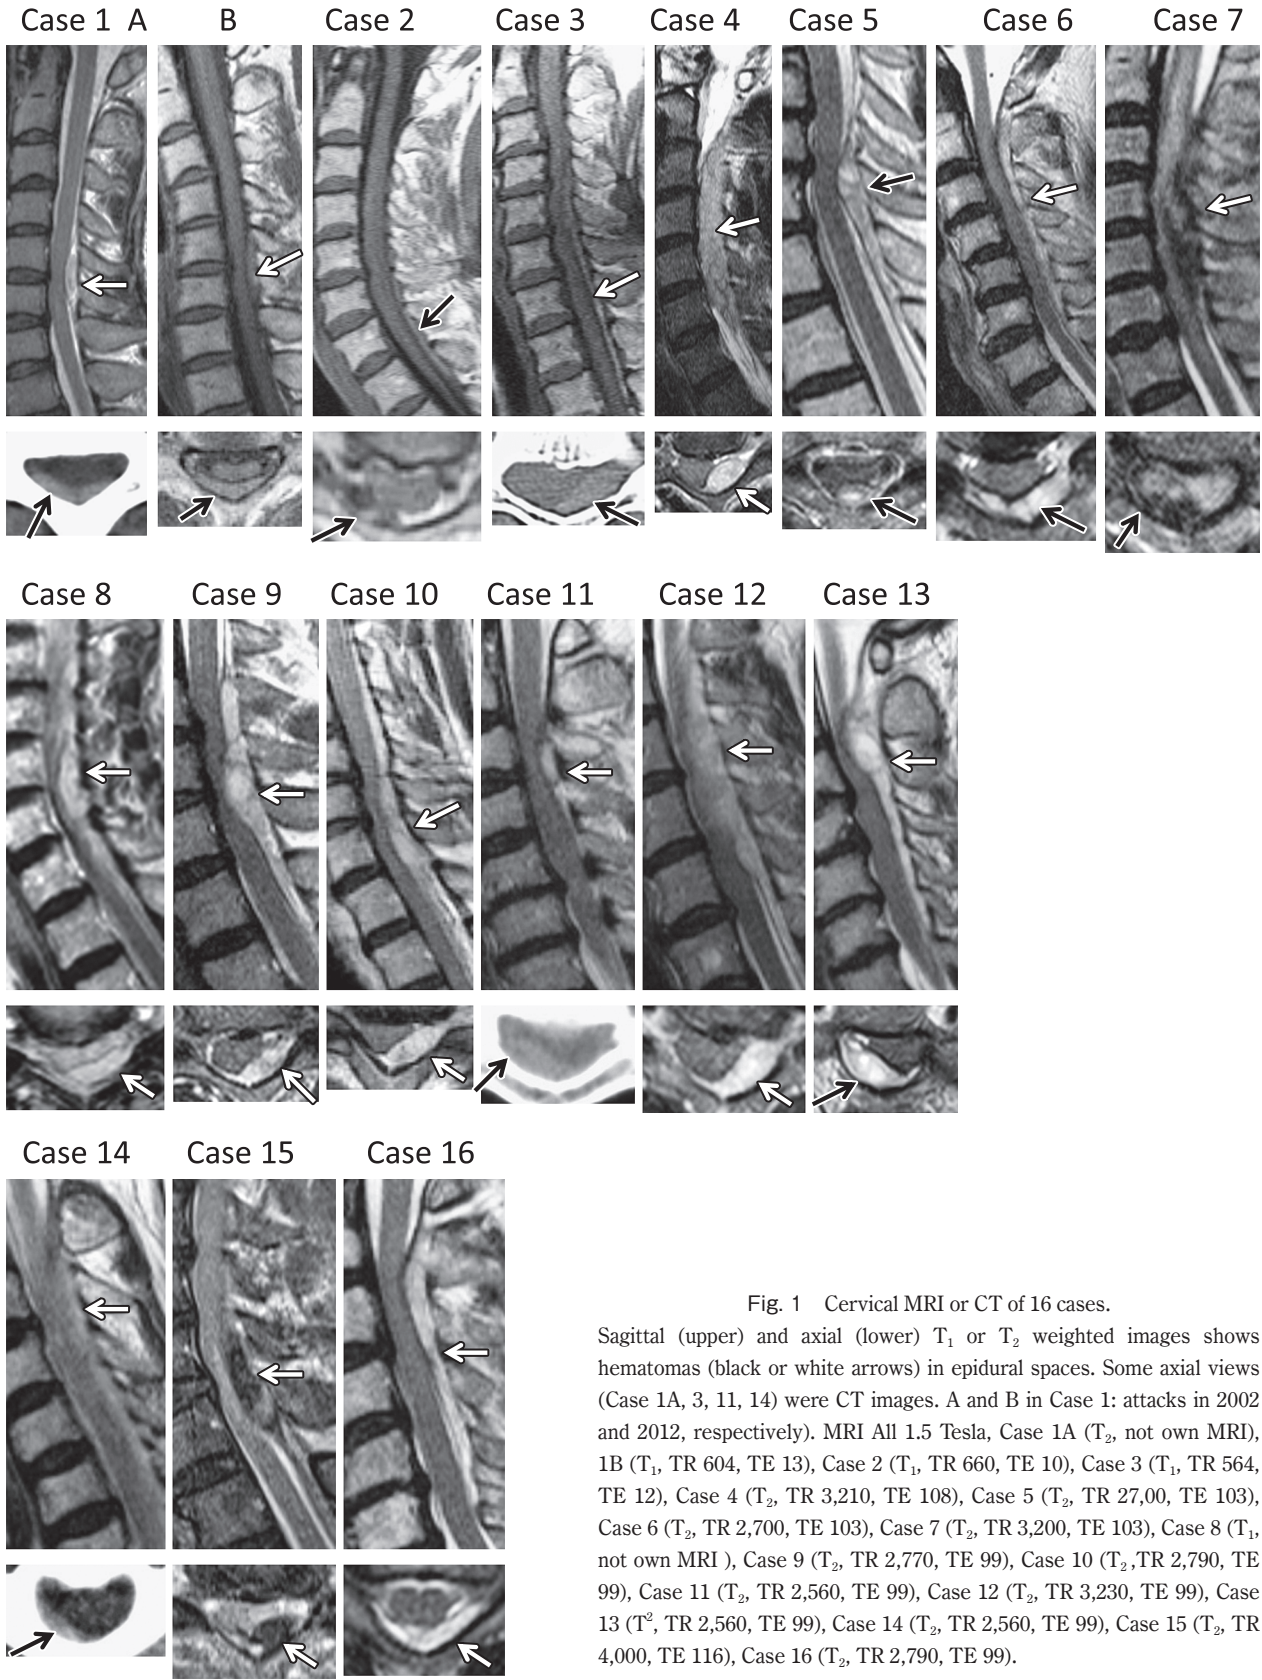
Cervical MRI or CT of 16 cases.
